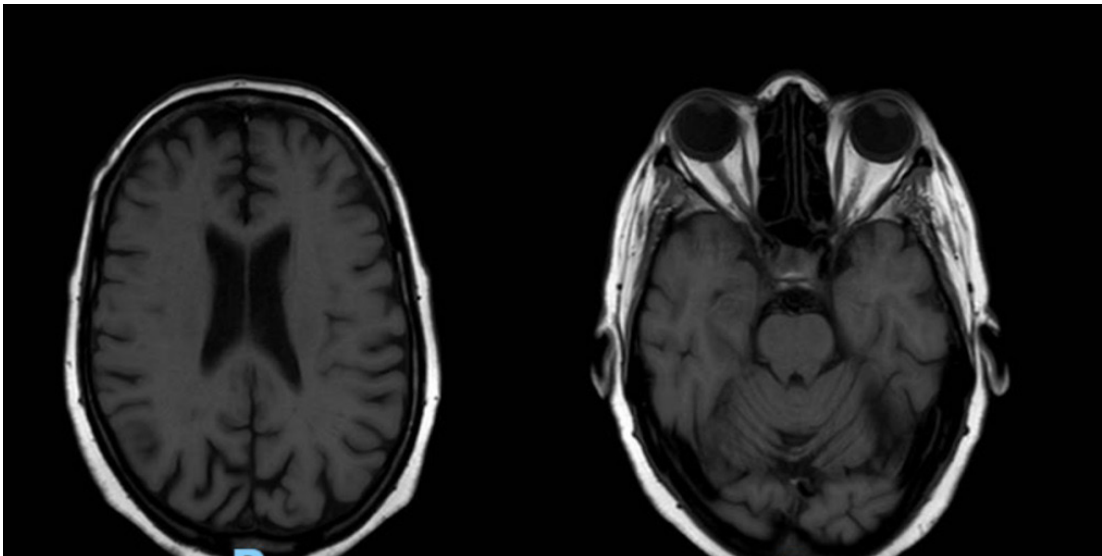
RMN encéfalo con gadolinio secuencia T1
